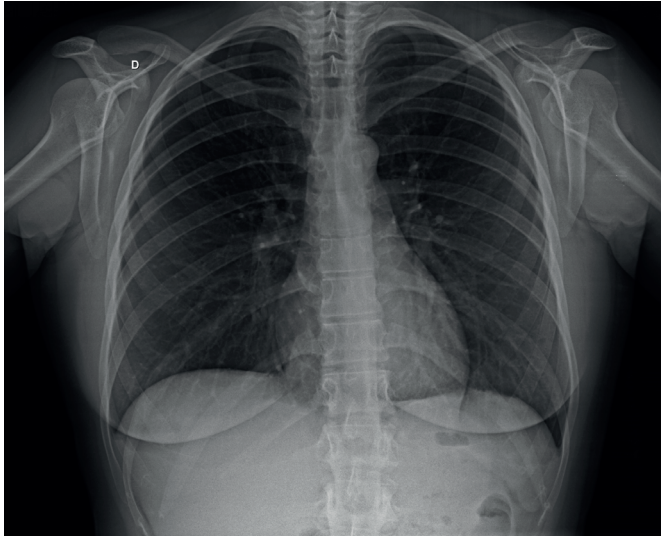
Radiografia frontal de tórax de paciente do sexo feminino com tosse. A imagem demonstra diferenças na atenuação dos diferentes tipos de tecidos. O estudo teve seus parâmetros ajustados para contrastar o ar no parênquima pulmonar em relação às demais estruturas. As estruturas mais hiperdensas, representadas em branco relaciona-se às estruturas ósseas, como coluna, arcos costais contrastam-se com o ar no parênquima pulmonar hipodenso, de cor preta. A cavidade abdominal, por sua vez, possui tecidos de partes moles de densidade similar, que no ajuste dos parâmetros da radiografia de tórax apresentam-se de cor branca. Acervo do autor.
